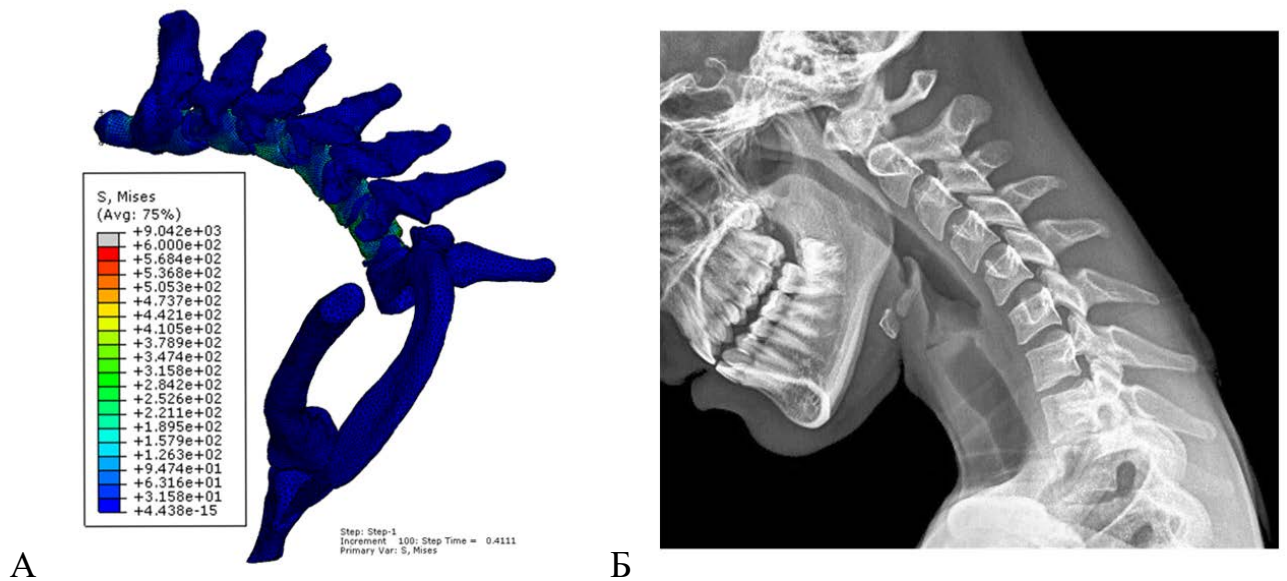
А – биомеханическое моделирование сгибания шейного отдела позвоночника, Б – рентгенограмма шеи человека в боковой проекции при неполном сгибании
